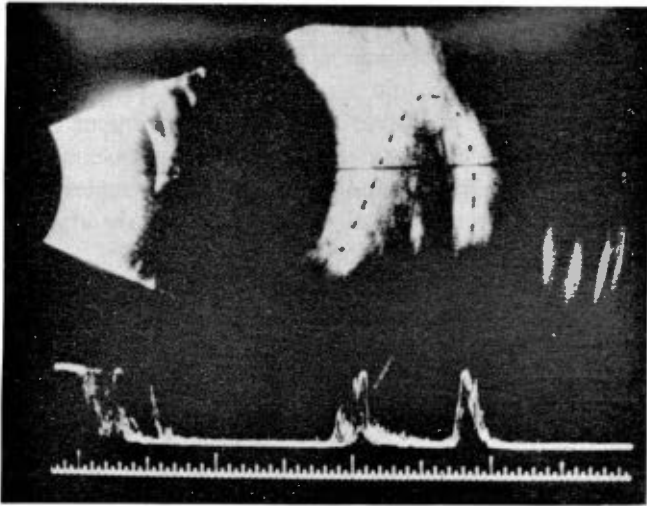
Rabdomiosarcoma orbitario. En la ecografía se señala en el trazo B, una zona de reflectividad fluctuante con áreas densas (ver texto).
